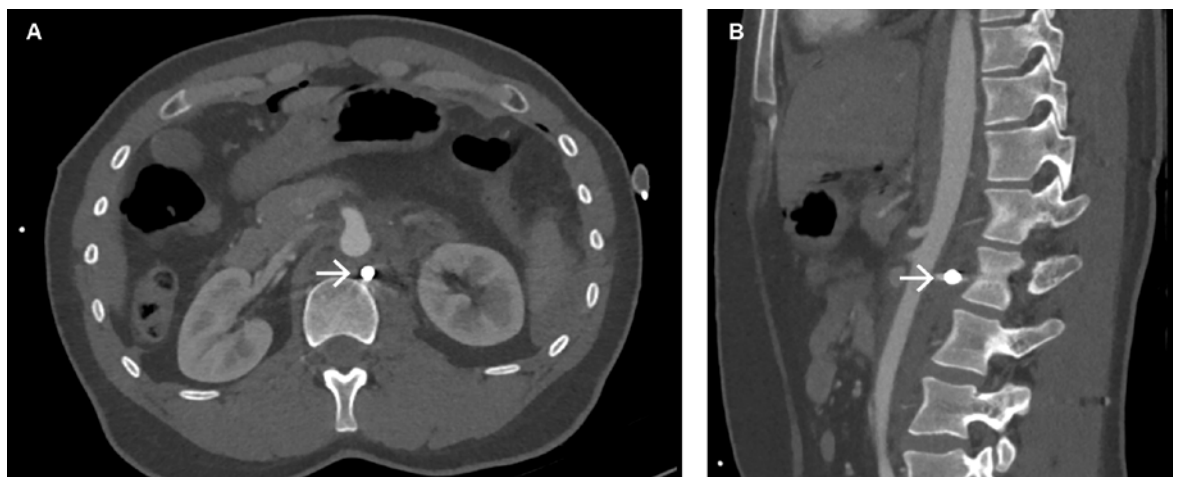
Initiale CT-Angiographie, axiale (A) und sagittale Schnittführung (B): Intakte Aortenwand und kein Blutungsnachweis, prävertebral liegendes Projektil (Pfeil).
